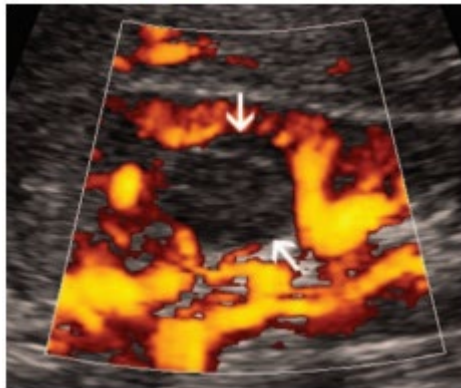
Échographie Doppler montre un carcinome du canal collecteur, une néoplasie médullaire hypo vasculaire solide (flèches).
